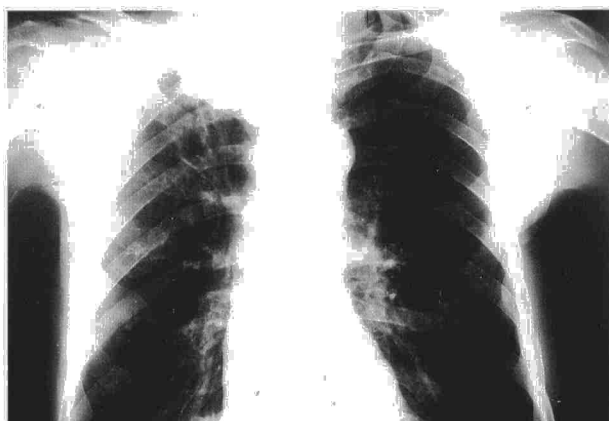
Radiografía simple de tórax. Aumento de densidad en el vértice pulmonar derecho.
